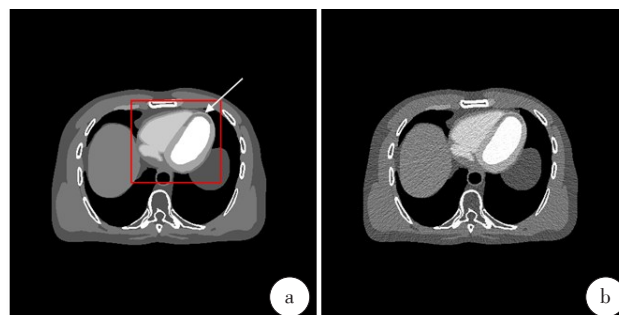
XCAT 数字体模真值图像(a)与计算机仿真得到的低剂量CT-MPI图像(b)
